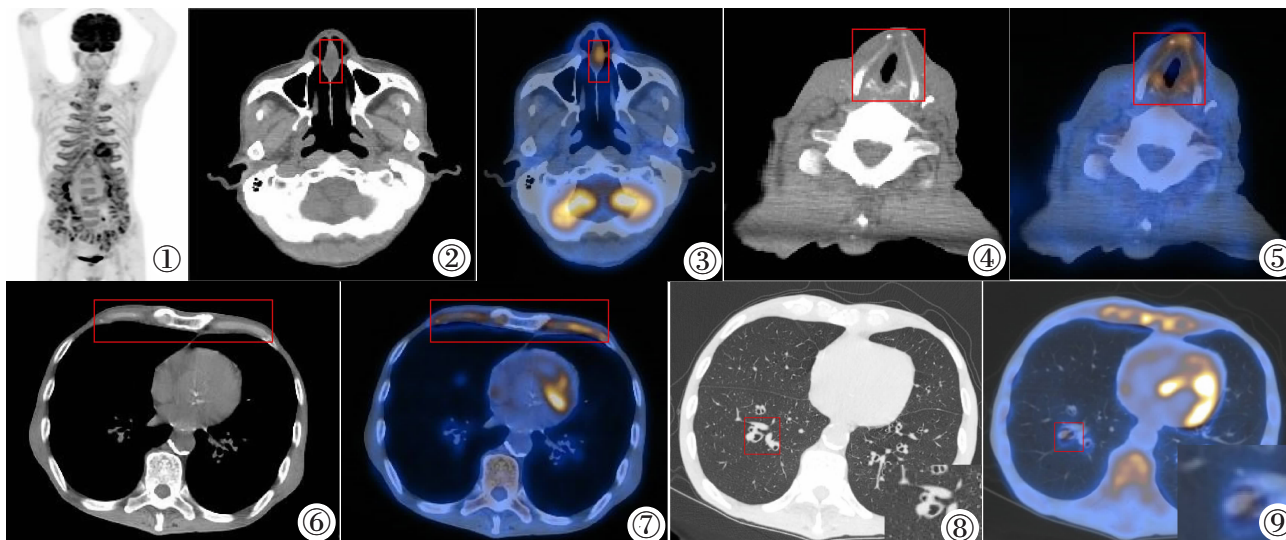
患者行 ¹⁸F-FDG PET/CT 检查(图 1,MIP)。CT 示鼻中隔局部增厚,呈软组织密度,范围约 2.4 cm×1.1 cm,PET 示相应位置 FDG 代谢增高,SUV_{max}=4.82(图 2,3);CT 示喉软骨密度不均,PET 扫描喉软骨及周围软组织 FDG 高代谢,SUV_{max}=8.19(图 4,5);CT 示双侧多根肋软骨密度不均,且呈对称性不均匀高代谢,SUV_{max}=4.84(图 6,7);CT 示双肺支气管管壁增厚,FDG 呈高代谢,SUV_{max}=4.12(图 8,9)。
